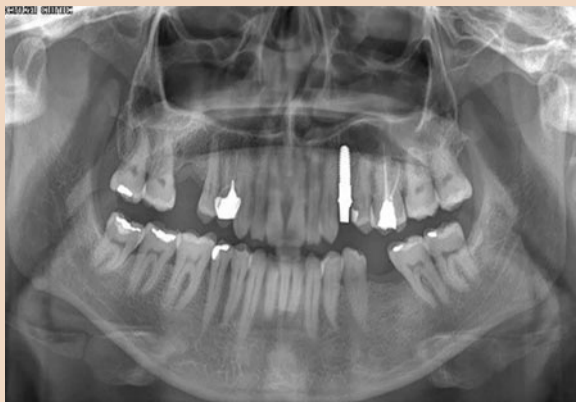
Рентгенограмма, сделанная через 6 мес после установки имплантата
